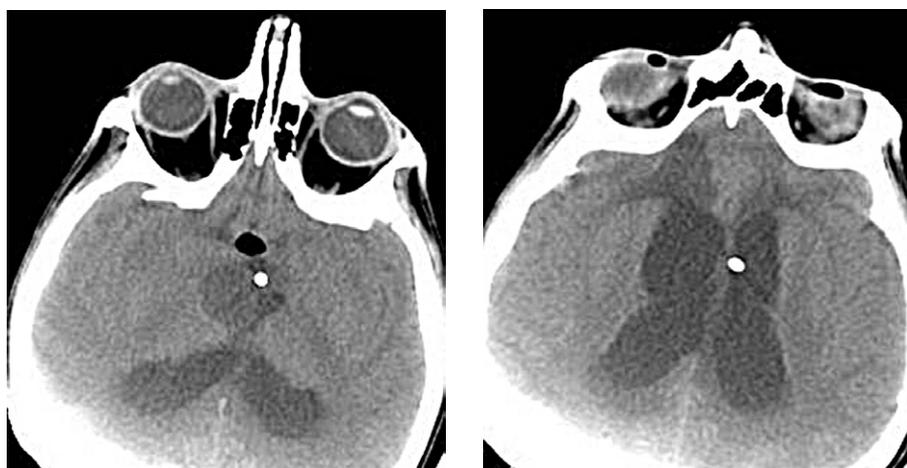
Компьютерная томограмма пациента Р-ва после стереотаксической установки резервуара Оммаи в кисту краниофарингиомы; отмечается уменьшение размеров кисты и степени гидроцефалии
